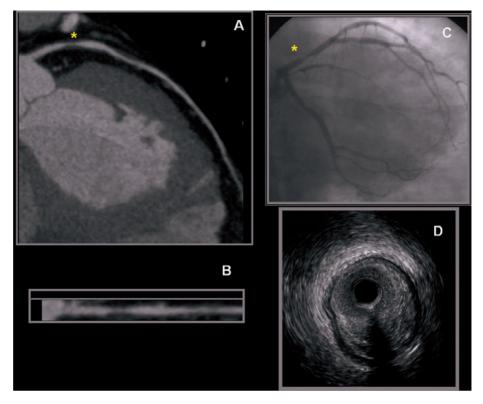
Paciente de 45 años con dolor torácico en estudio y test de isquemia no concluyente. A: coronariografía no invasiva con TC multicorte. Reconstrucción multiplanar curva con estenosis severa en DA proximal. B: reconstrucción longitudinal. C: coronariografía invasiva que muestra la estenosis severa en DA. D: ecografía intracoronaria (IVUS) que confirma una placa fibrolipídica con estenosis severa. DA: arteria descendente anterior.
